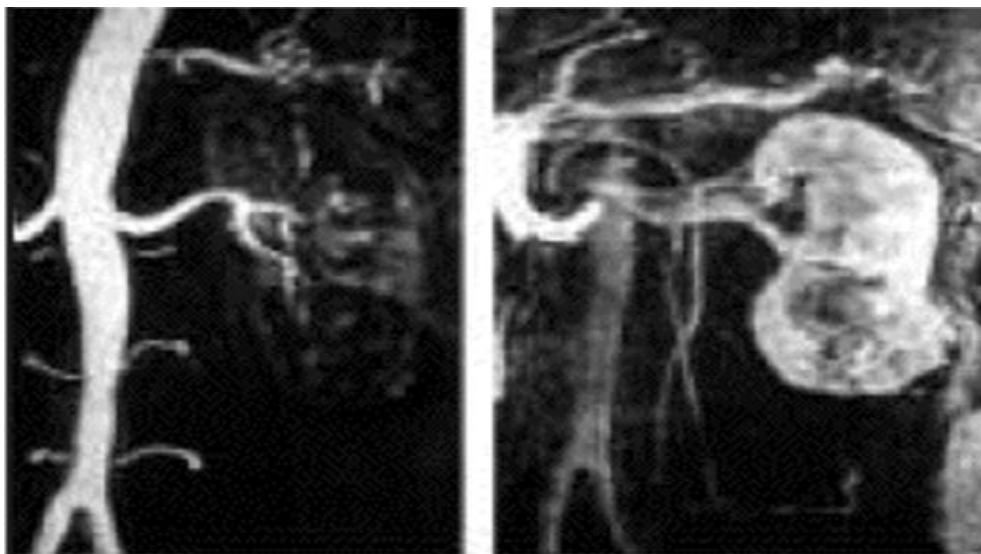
IRM T1 avec injection de Gadolinium montrant une tumeur rénale au pôle inférieur
